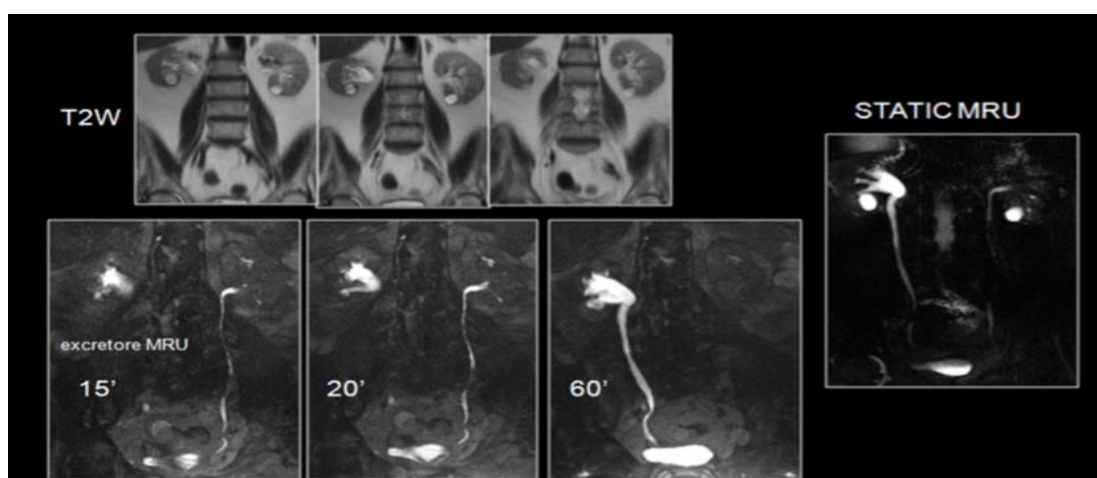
Nell'uro RM statica si visualizzano tutti i liquidi stazionari come l'urina e il liquor, con la soppressione di tutti i parenchimi addominali circostanti, che invece risultano visibili in una T2 convenzionale. Nella T1 dinamica, invece, non si vede il liquor, ma si può seguire l'escrezione del gadolinio nelle vie urinarie.
